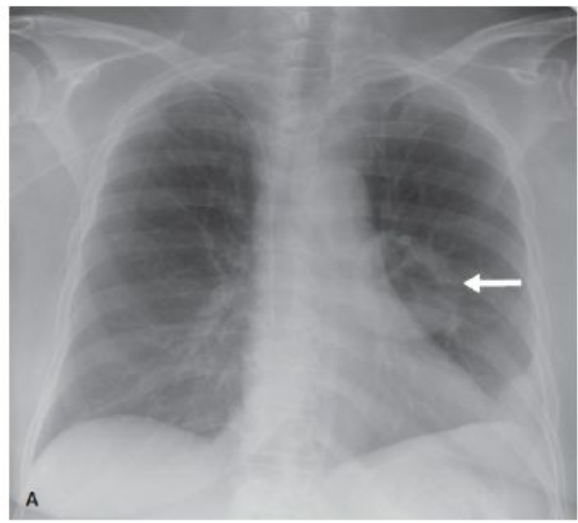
Lung Abscess. A: Frontal chest radiograph in a 38-year-old man with a 2-month history of fever and purulent sputum shows a cavitary lesion (arrow) in the superior segment of the left lower lobe. B, C: Contrast-enhanced coronal (B) and sagittal (C) CT shows a thick-walled lesion containing air and fluid reflecting a lung abscess. Note adjacent posterior pleural thickening related to the abscess.
